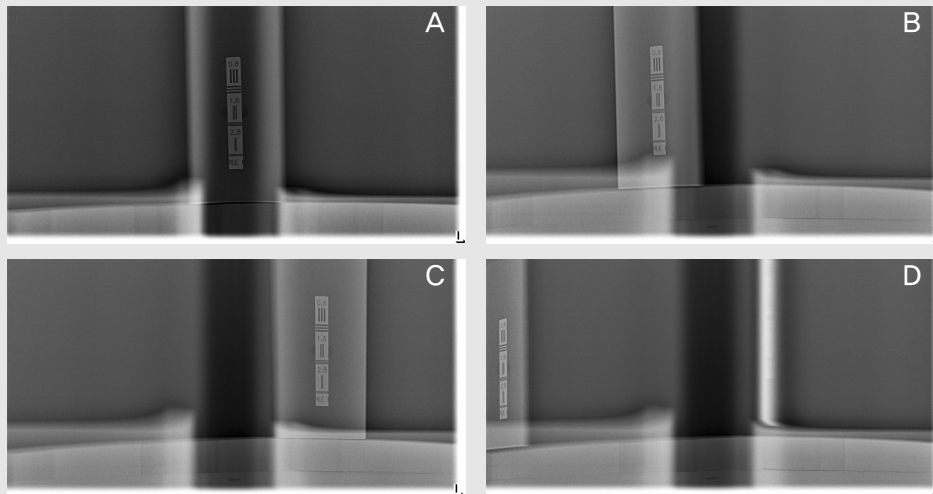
Line pair test phantom images. The digital panoramic images that was taken at the position of incisor(A), right premolar(B), left molar(C) and right condylar regions(D) after moving line pair test phantom by using the holder. (cited from Choi DH, The image quality assurance in digital panoramic radiographs by using the evaluation table and the phantom stand PhD. thesis, Seoul National University 2012.24)
